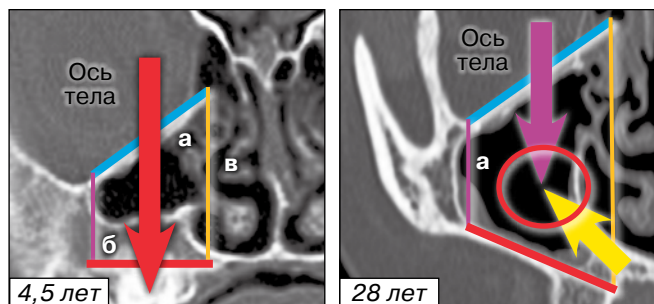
Возрастные соотношения структур челюстно-глазничного комплекса. КТ, фронтальная проекция
